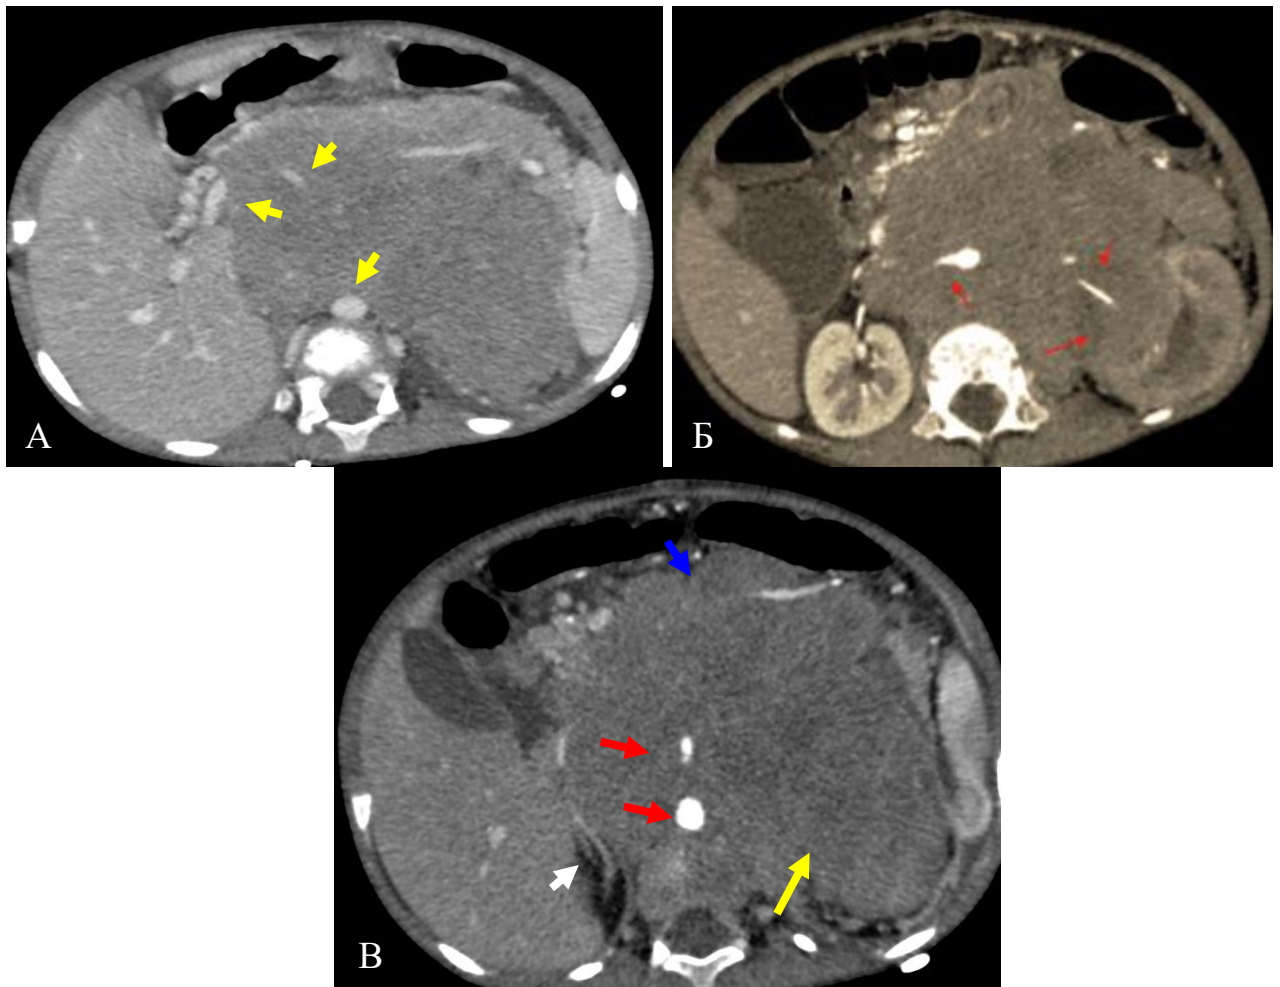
КТ-данные при первичном обследовании. А: венозная фаза контрастирования. Визуализируется массивное образование забрюшинного пространства, пересекающее срединную линию. Образование вовлекает магистральные сосуды. Б: артериальная фаза контрастирования. Красные стрелки – вовлечение почечных артерий, чревного ствола. В: синяя стрелка – нейробластома, желтая стрелка – инфильтрация почечного синуса слева, красные стрелки – вовлечение магистральных сосудов, белая стрелка – интактный правый надпочечник
